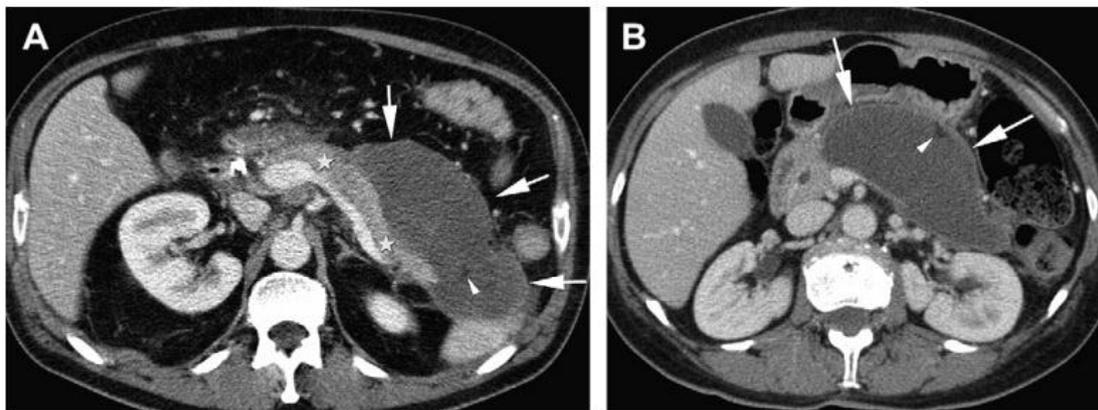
Necrose peripancreática com “Walled-off” (>4 semanas). (A) e necrose pancreática (B). (A) TC descreve corpo e cauda do pâncreas normalmente perfundidos. (*asteriscos*), a coleção heterogênea bem definida (*flechas*) com densidade fluida principalmente e dispersas áreas de densidade gordurosa (*ponta de flecha*), indicativas de necrose de tecidos peripancreáticos. (B) Uma grande coleção heterogênea completamente encapsulada é vista (*flechas*) com predomínio de densidade fluida misturada com densidade não-fluida (*gordura*) (*ponta de flecha*). A coleção substitui a maior parte do parênquima pancreático. Por causa da heterogeneidade e a presença de necrose pancreática, a lesão não é um pseudocisto. (Extraído de: *Imaging of Acute Pancreatitis: Update of the Revised Atlanta Classification* ²⁾)
